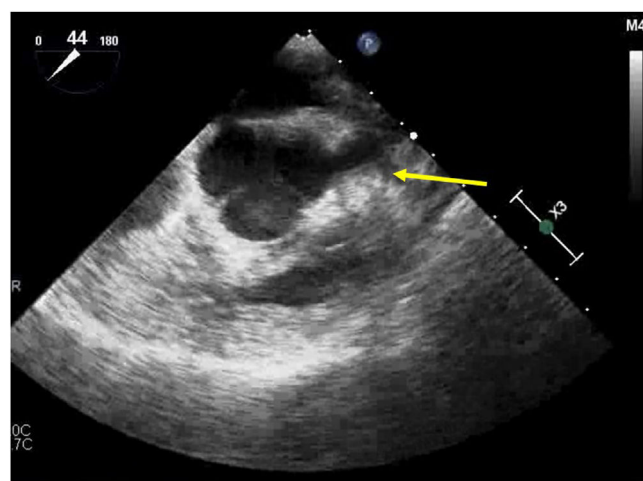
Ecocardiograma transesofágico. Se muestra un eje corto a nivel de grandes vasos en donde se puede observar la dilatación del seno de Valsalva izquierdo.
